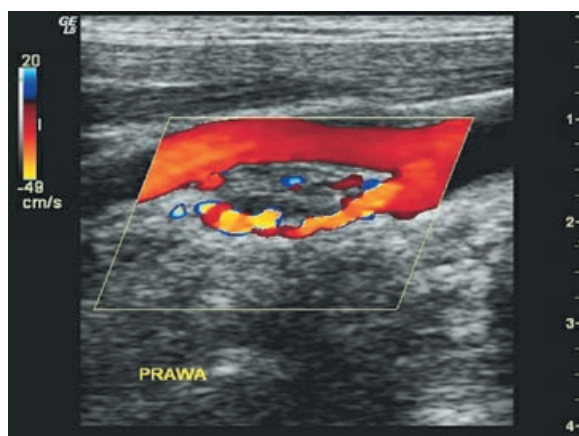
Chemodectomy – Doppler USG. Modelling of the cervical blood vessel on the right side.
